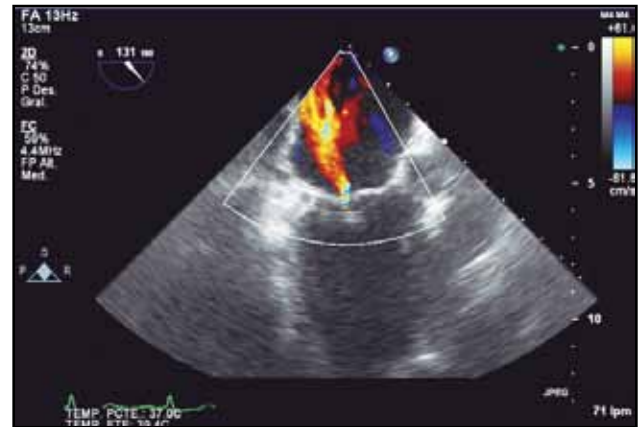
RM residual posimplantación del dispositivo.
